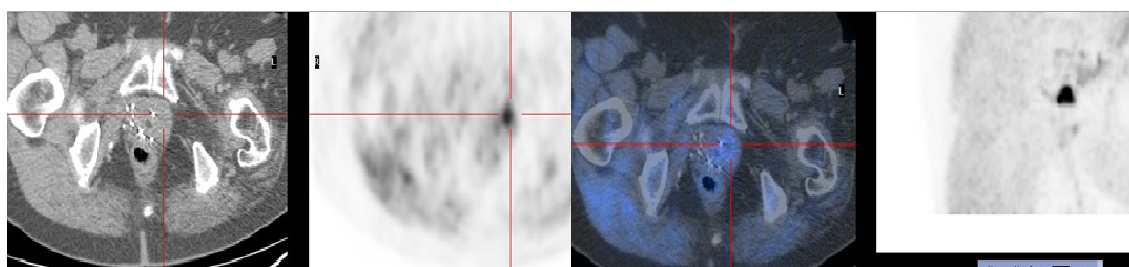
Caso 4: Imágenes representativas de la localización de la recidiva en PET-CT colina (evaluada imagen postimplante inicial cobertura completa, D90=112%).
